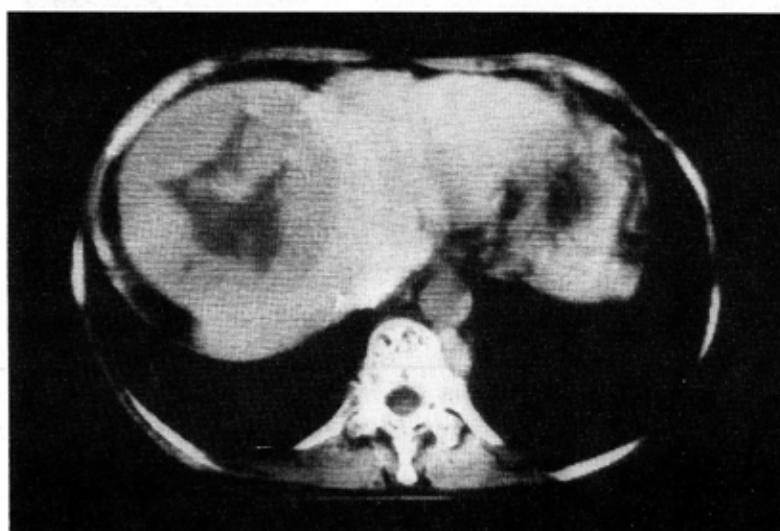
CT scan demonstrates a large mass with area of low density in the anterior superior region.
